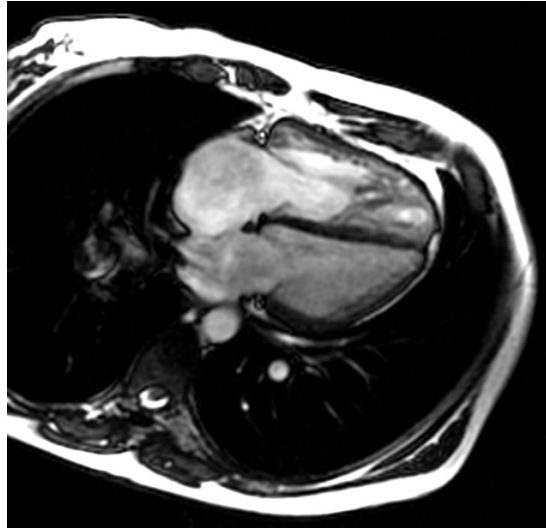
Ressonância magnética cardíaca mostrando comunicação interatrial.
